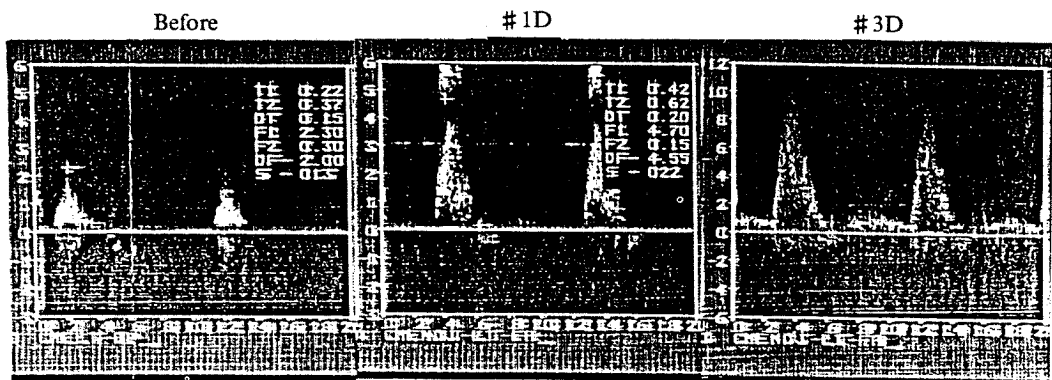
Peripheral Doppler study showed nearly normalized pattern of blood flow after deployment of Palmaz balloon-expandable intraluminal stent.
